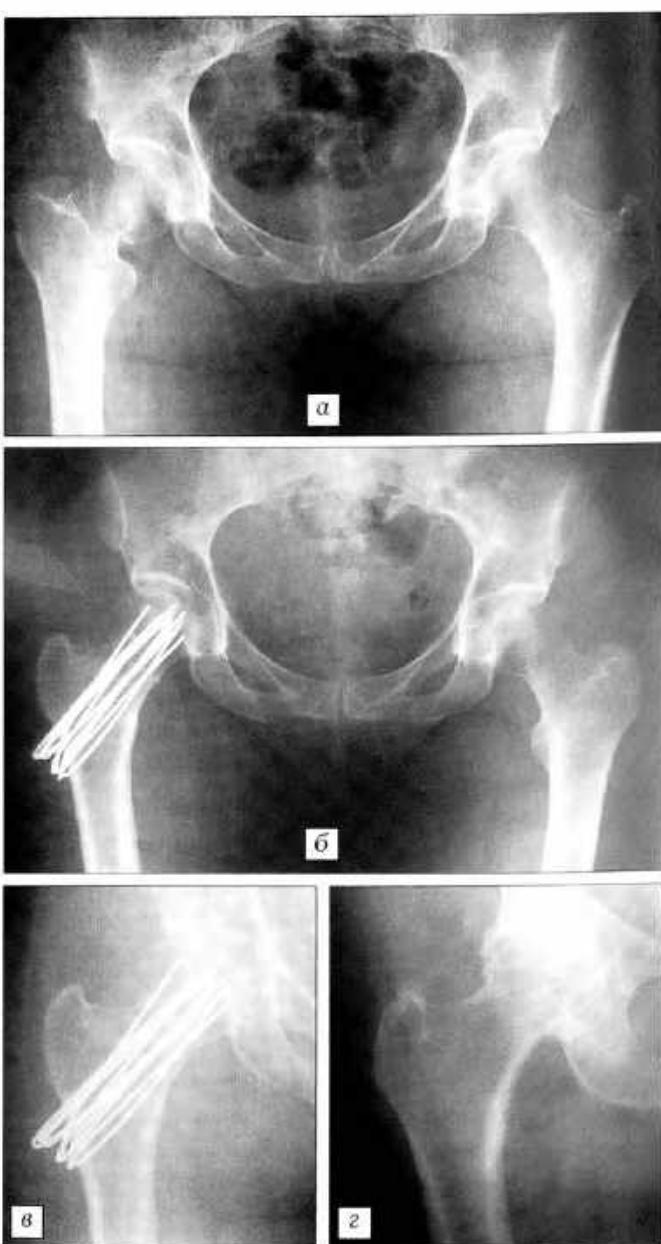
Рентгенограммы больной К., 50 лет.
